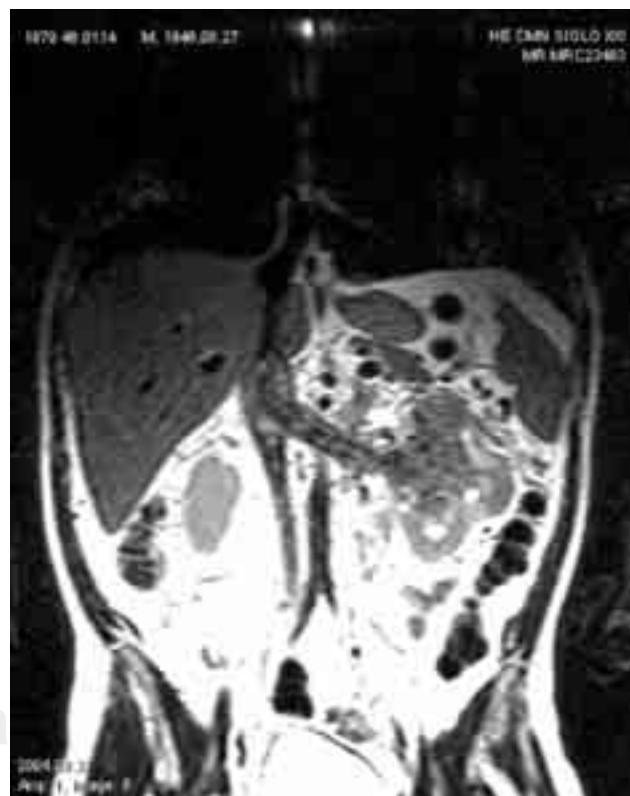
Resonancia magnética nuclear, imagen en T1 donde se aprecia el tumor renal izquierdo con el trombo tumoral en la vena renal y VCI nivel IIIa.
